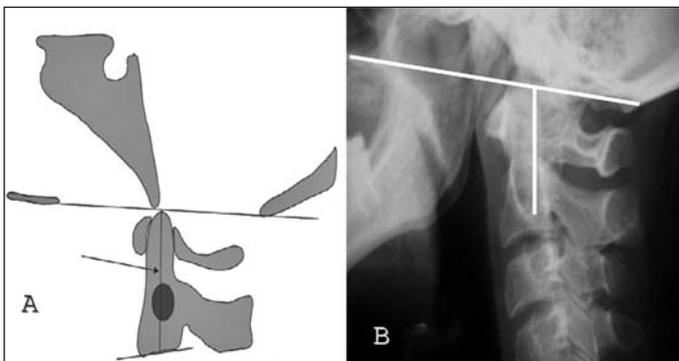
A) Ilustração demonstrando o método de Redlund-Johnell (medida da distância entre a linha de McGregor e o ponto médio da margem inferior de C2) de Riew *et al*⁽¹²⁾. (Reproduzido com permissão de *The Journal of Bone and Joint Surgery, Inc.*). B) Radiografia em perfil da coluna demonstrando a realização da mensuração do índice de Redlund-Johnell
